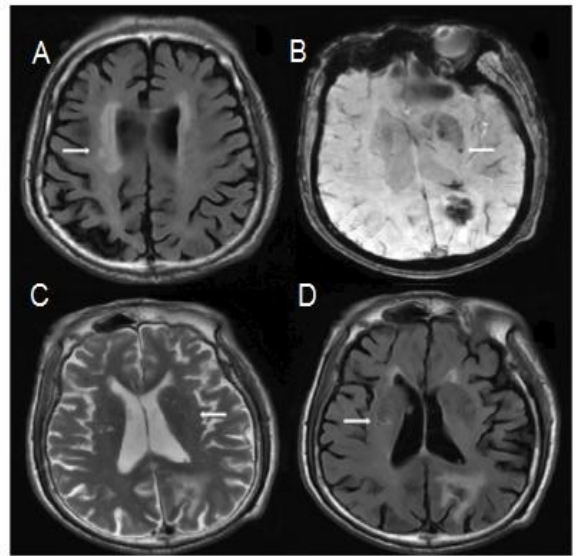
入组的一例 80 岁左侧枕叶血肿男性患者, MRI 显示所有 4 个影像学标记(A: FLAIR 显示侧脑室旁脑白质病变(Fazekas 3 级);B:SWAN 显示左侧基底节区微出血;C:T2WI 显示存在 EPVS;D:FLAIR 显示患者右侧基底节区腔隙性成)。
